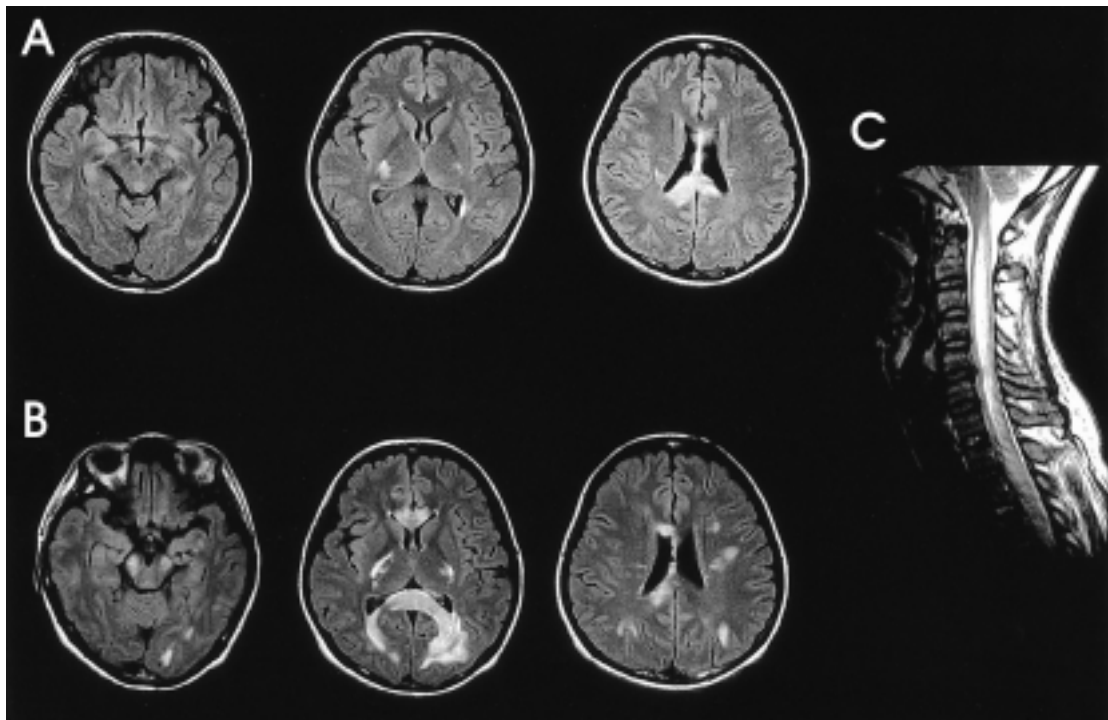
MRIs of the patient on the first admission. (A) Brain MRI shows lesions involving bilateral internal capsules and corpus callosum. (B) Follow-up brain MRI reveals extension of previous lesions and development of new lesions in midbrain, occipital lobe and periventricular white matter. (C) Spine MRI shows intense lesion involving whole cervical cord.
